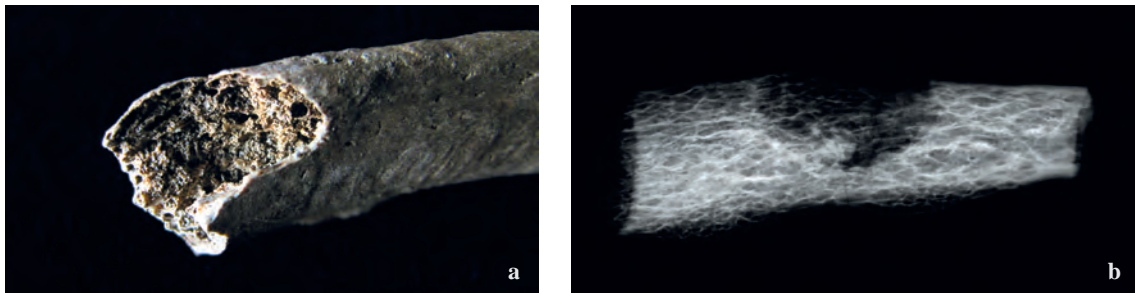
Grabhaus 1/08. Grab 3, Individuum V (weiblich, 35–45 [50] Jahre). a. rundliche Läsion am kranialen Rand der 10. linken Rippe. Die krümeligen Strukturen zwischen den Balken erinnern an Sand, es handelt sich jedoch um neugebildetes Knochengewebe; b. Röntgenaufnahme, posterior-anterior Ansicht, Belichtung 40kV, 3 Minuten. Die regelmäßig runde Läsion mit schwach sklerosierten Rändern lässt an eine zystische Struktur- auslöschung, möglicherweise eine Metastase denken (Foto: J. Nováček, K. Scheelen-Nováček)
